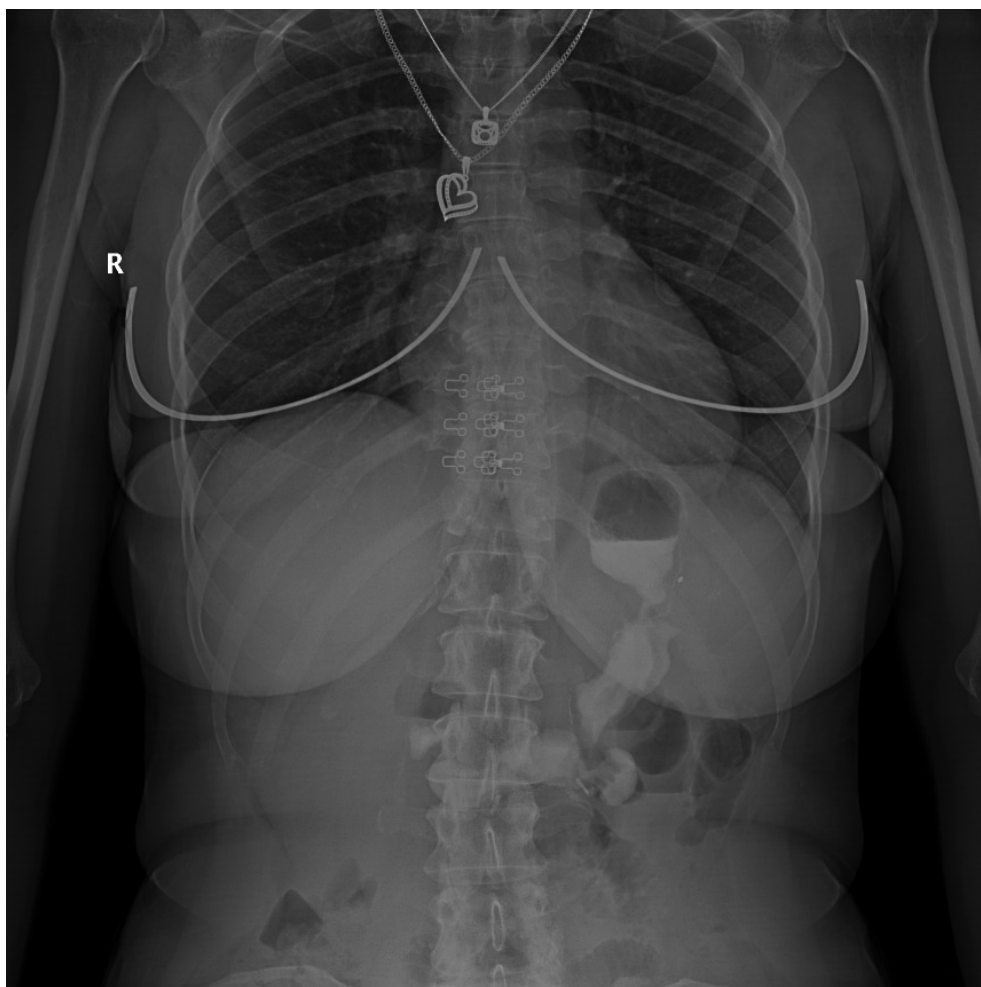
Рентгенография органов брюшной полости с контрастированием per os в прямой проекции через 5 лет после продольной резекции желудка
